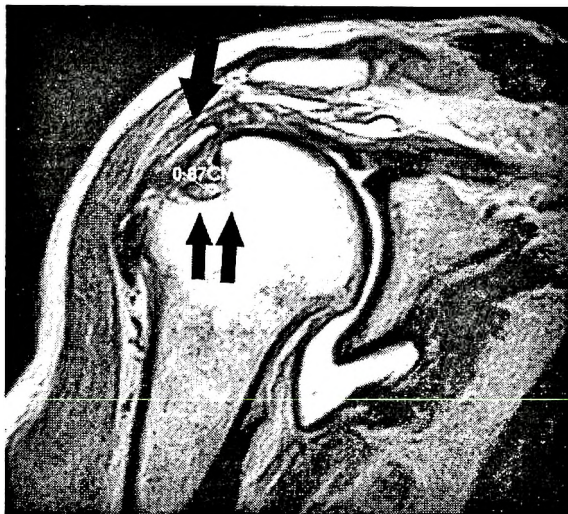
Магнитно-резонансная томограмма плечевого сустава с чрезкостным повреждением манжеты. Корональная проекция. Смещение костного фрагмента большого бугорка (стрелка), краевой дефект в области головки плечевой кости (двойная стрелка).
